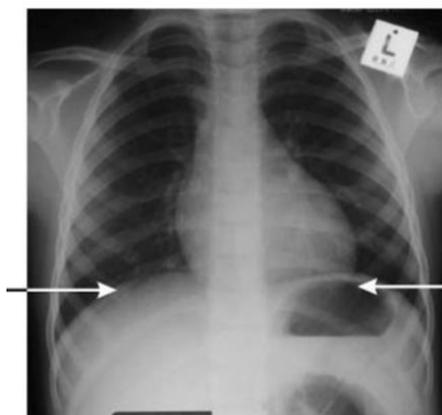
Рентгеновский снимок нормальной грудной клетки хорошего качества (правильный вдох, правильное положение больного, хорошая контрастность)
